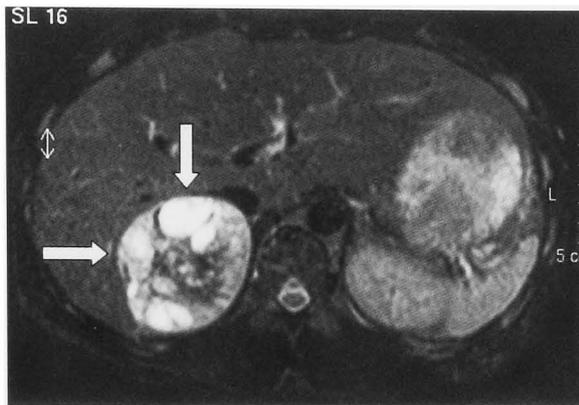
MRI T2WI: Right adrenal tumor in Case 1.
